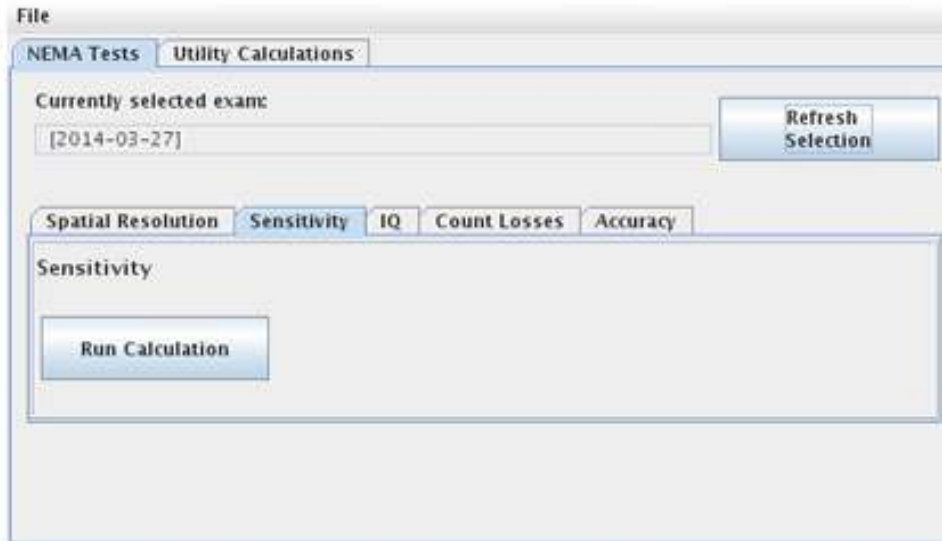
Outil d'analyse PET - Onglet de sensibilité sélectionné.
